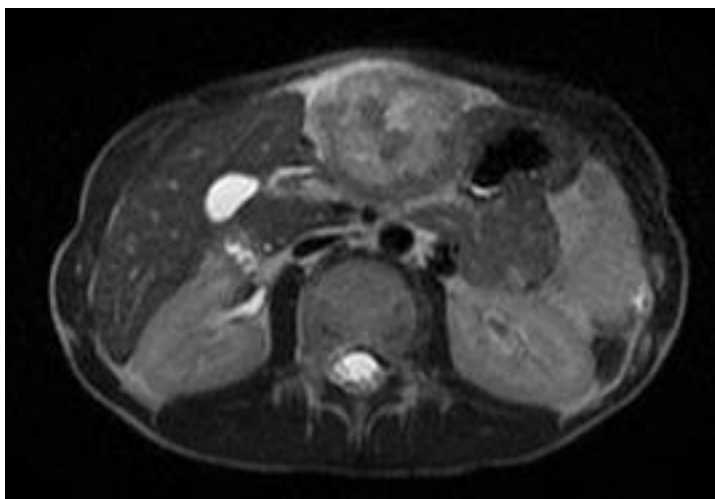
Primeira ressonância magnética.
